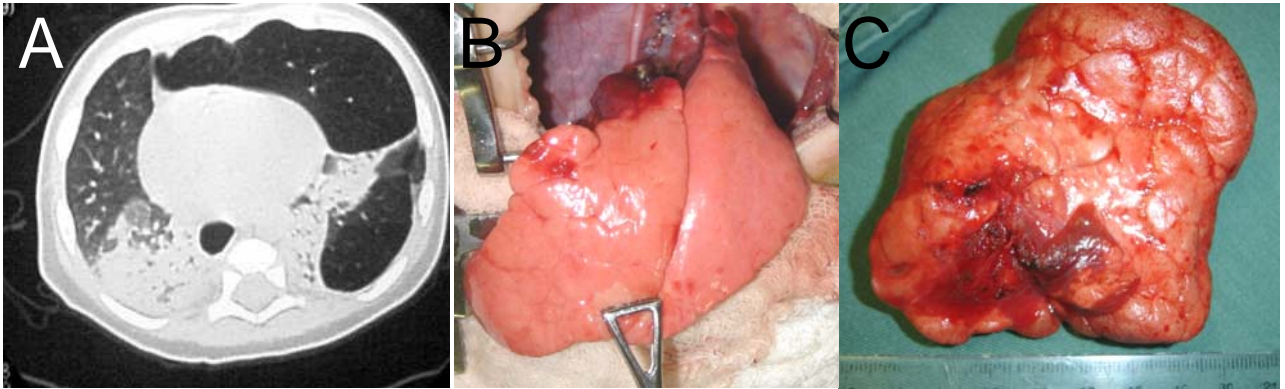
A: tomografia computadorizada pulmonar evidenciando hiperinsuflação de lobo superior esquerdo com desvio de mediastino e compressão de pulmão contra-lateral. B: aspecto intra-operatório após a realização de segmentectomia apico-posterior e anterior de lobo superior esquerdo. C- peça cirúrgica demonstrando hiperinsuflação pulmonar (notar a diferença no aspecto do parênquima pulmonar entre o pulmão remanescente e a peça cirúrgica)
